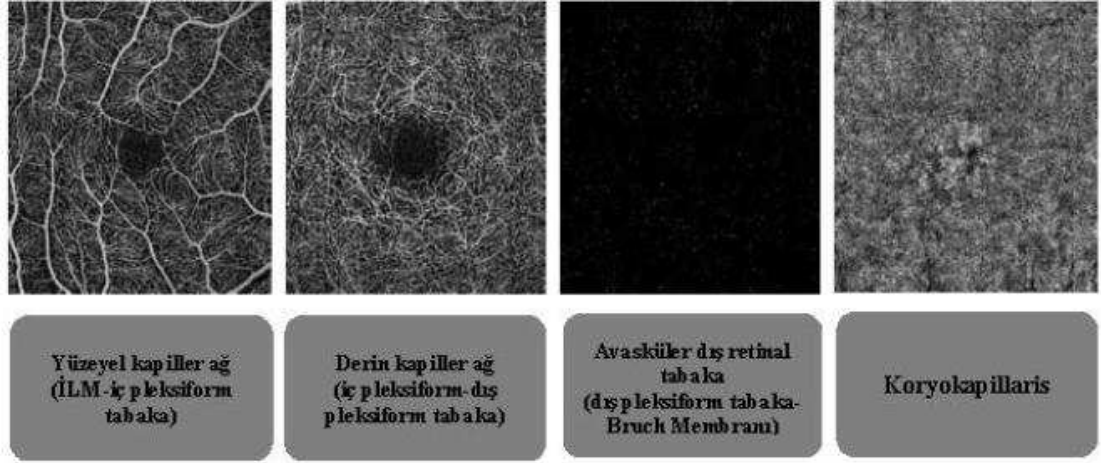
En-face optik koherens tomografi anjiografi görüntülerinde peripapiller ve foveal vasküler ağlar³¹
